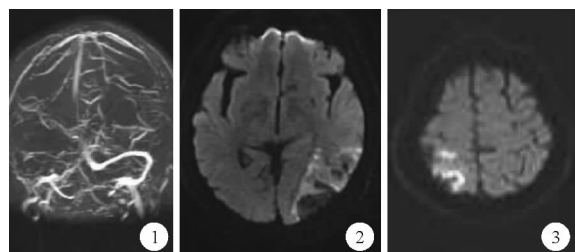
2020年9月14日患者头颅MRV检查结果 图2 2020年9月20日患者头颅MRI检查结果[磁共振扩散加权成像(DWI)] 图3 2021年1月27日患者头颅MRI检查结果(DWI)
